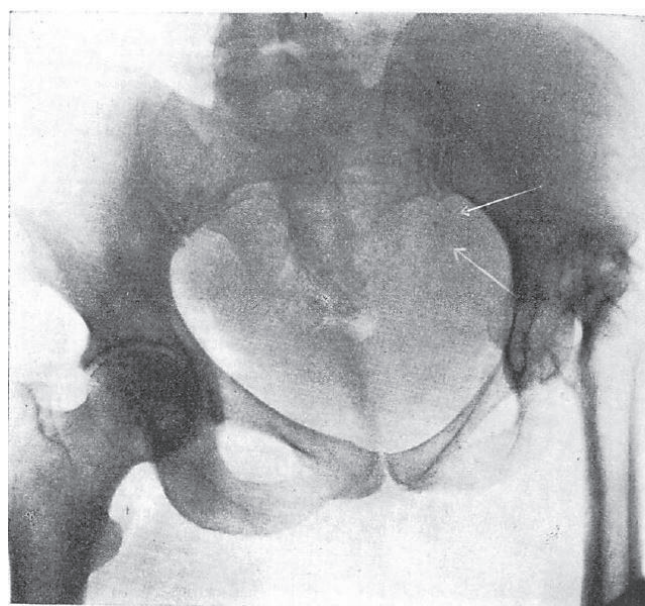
F夫人。No.235。骨盤変形の状態を確認するためにX線写真を撮影した。左股関節の強直、大腿内転による斜位が認められる。原版では、矢印の位置に明らかな約15週の妊娠を示す像が見られる。[訳注：矢印の位置に何が見えるのか不詳]
